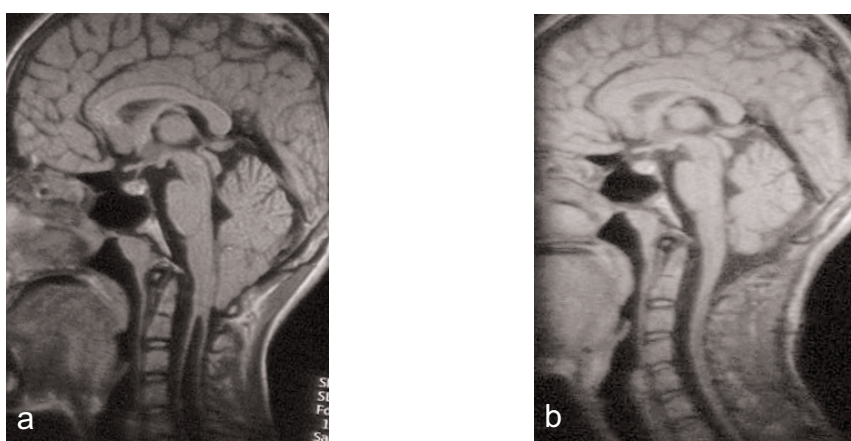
IRM montrant une cavité totalement disparue
